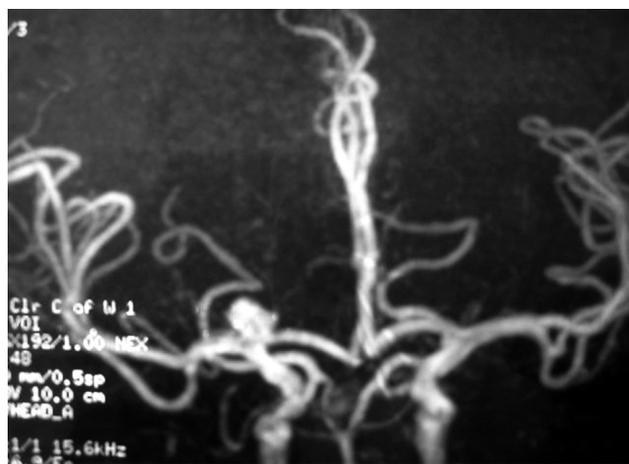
Angiorresonancia magnética que muestra el aneurisma en la arteria cerebral media (julio de 2005).
